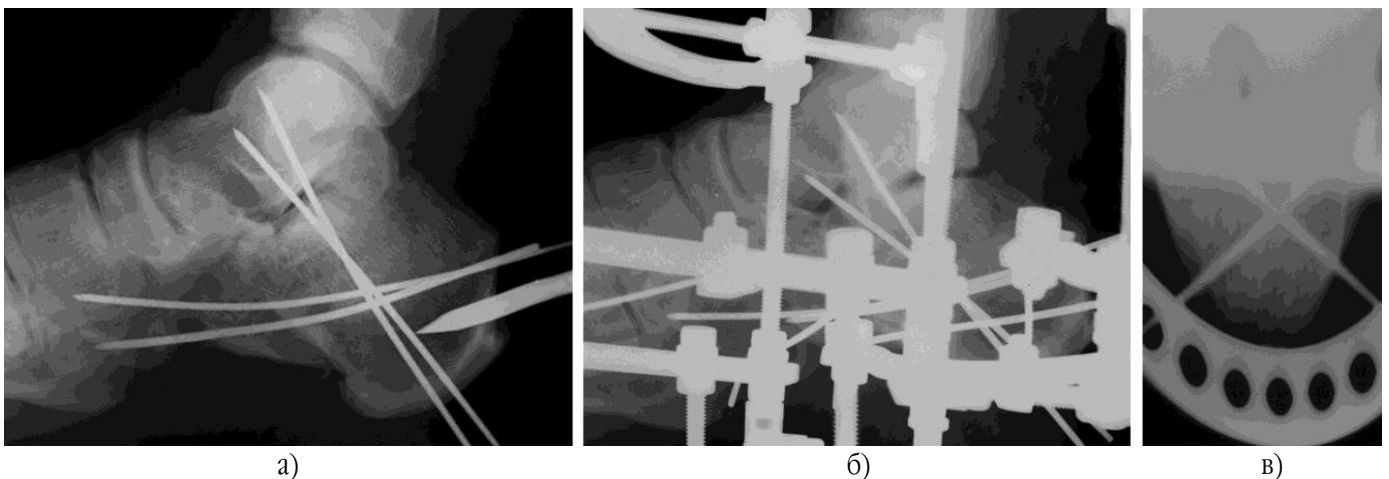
Контрольні результати комбінованого остеосинтезу імпресійного перелому п'яткової кістки: після ЗОІР (а) та АЗФ на боковій (б) та аксіальній (в) рентгенограмі
